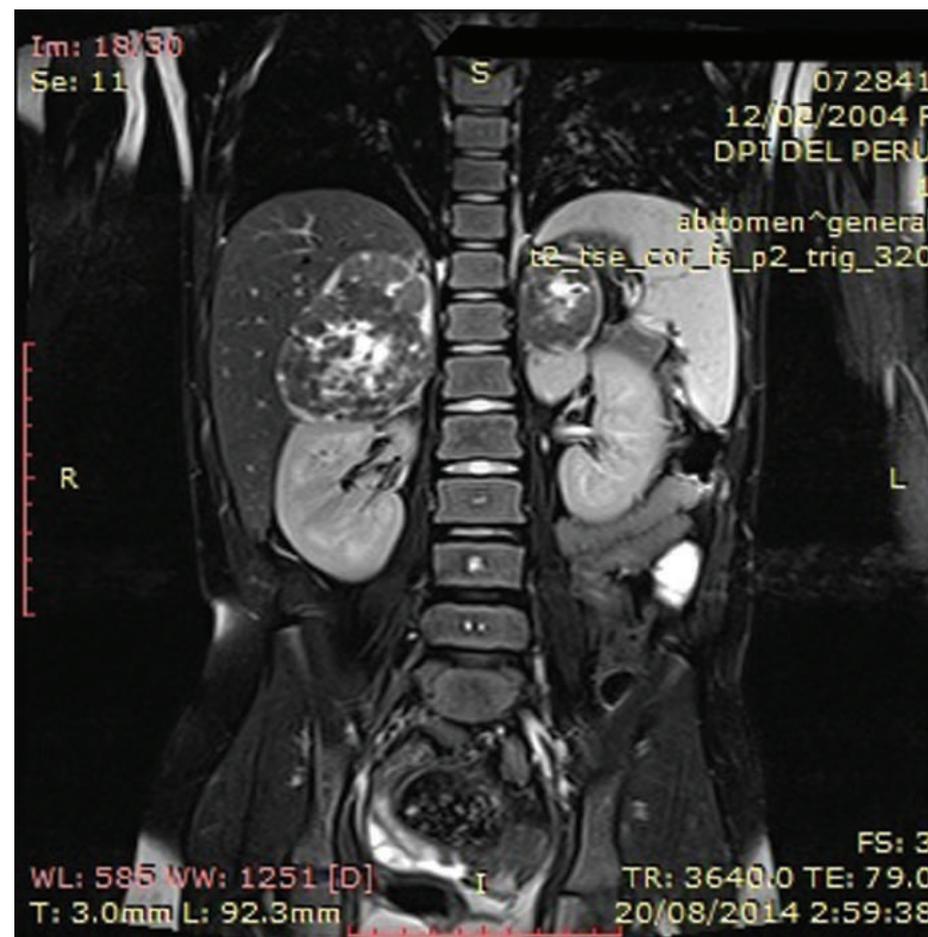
Ressonância magnética, sequência T2 com supressão de gordura, pré e pós contraste. Massas heterogêneas em ambas as adrenais com efeito de massa mas sem invasão do tecido adjacente.
